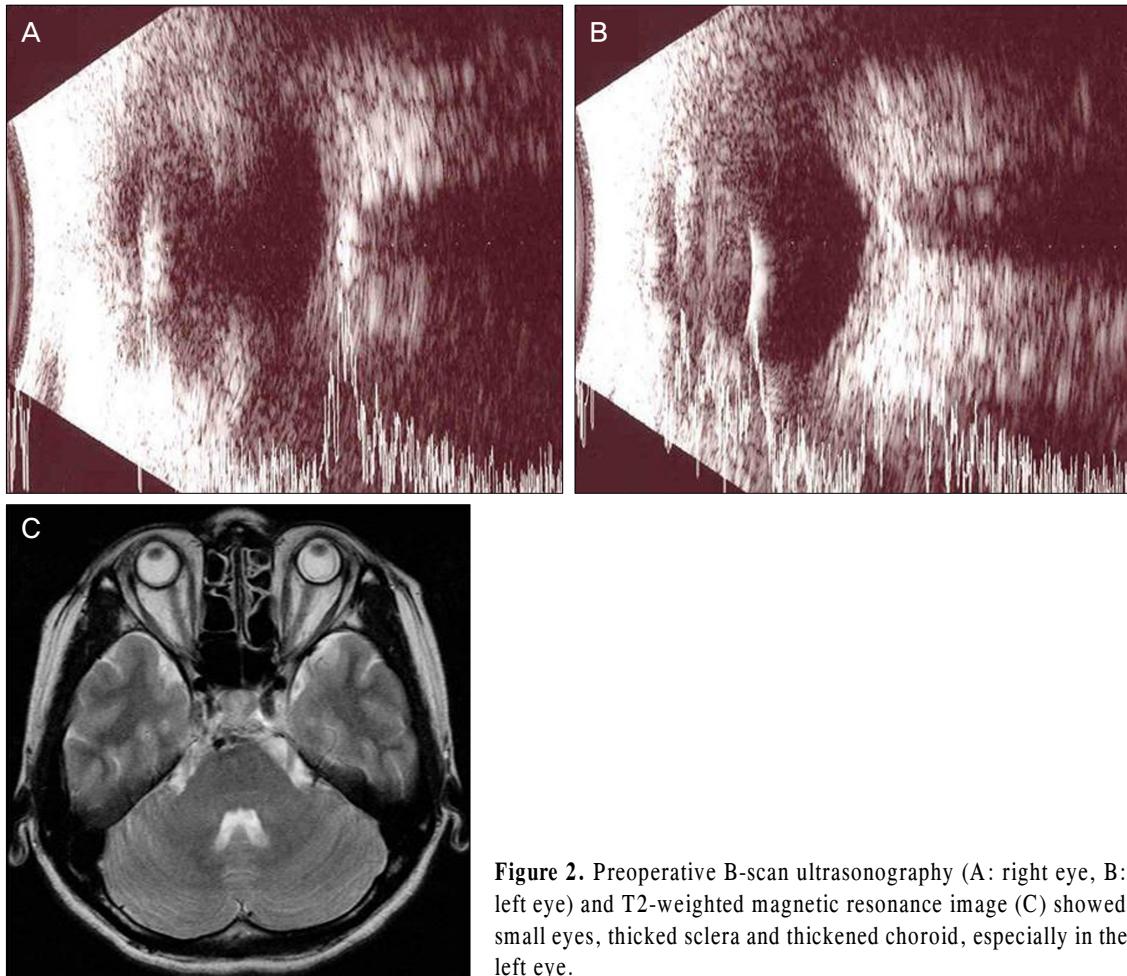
Preoperative B-scan ultrasonography (A: right eye, B: left eye) and T2-weighted magnetic resonance image (C) showed small eyes, thickened sclera and thickened choroid, especially in the left eye.
